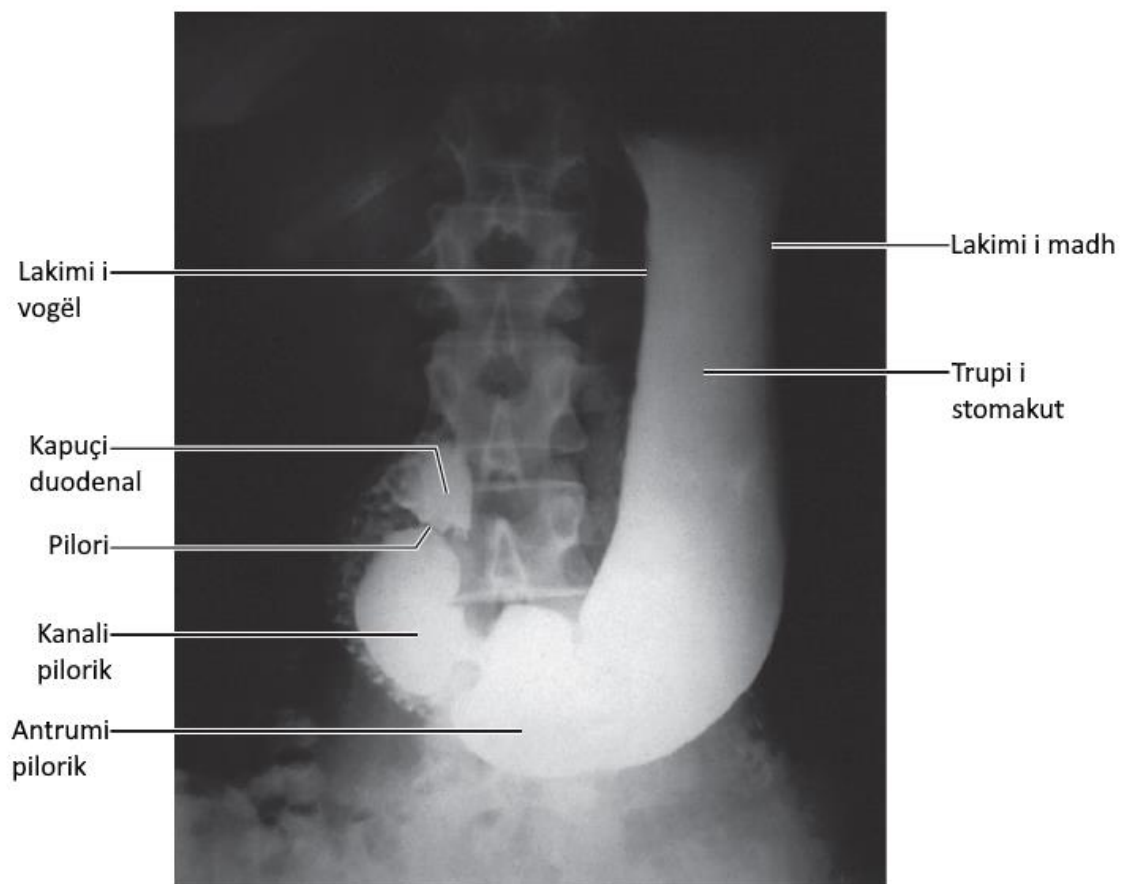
Figura xi. Radiografi e stomakut, duke përdorur sulfatin e bariumit si kontrast. Fundusi është i mbushur me gaz (ajër) ndërkohë që pacienti është në pozicionin drejt (erekt); pilori duket si një boshllëk në pozicion proksimal ndaj kapeles duodenale që është pjesa e parë e duodenit
